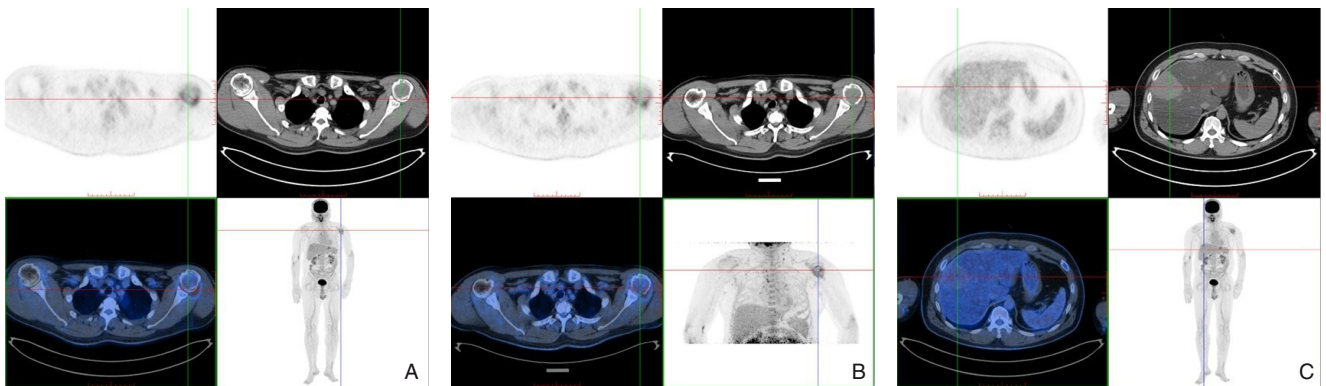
全身PET/CT结果 A: 左侧肱骨病灶处显像剂分布浓聚; B: 延迟显像增高<25%; C: 肝脏内较大稍高密度肿块影, 未见显像剂分布异常浓聚
